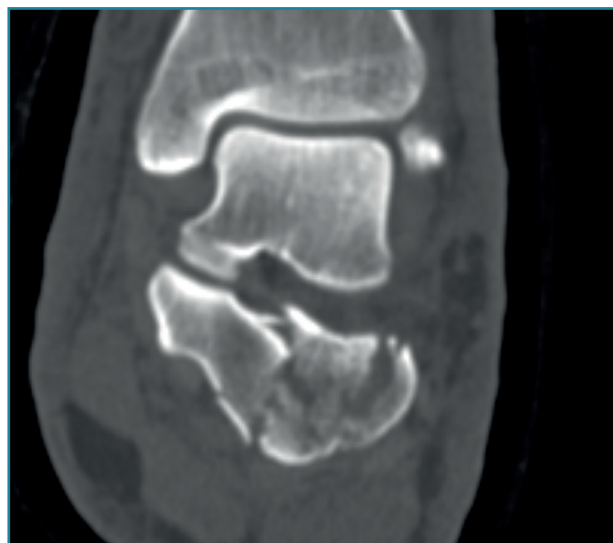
Vista coronal de la tomografía preoperatoria del tobillo izquierdo.
